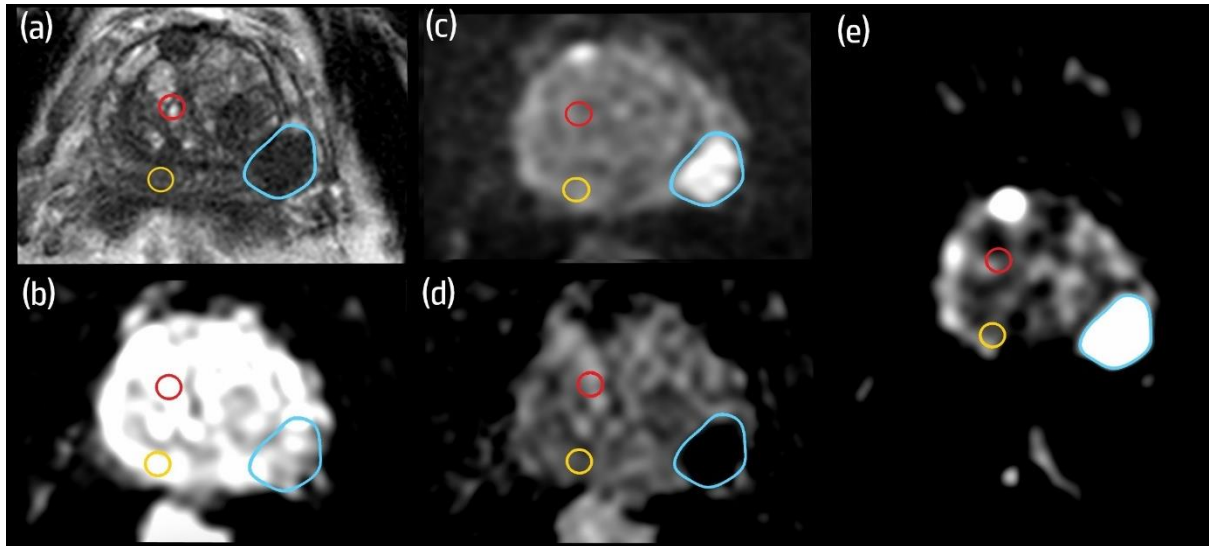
Primeiro método de delimitação da lesão para análise da imagem ponderada em difusão. Paciente com 73 anos de idade, lesão de carcinoma da próstata na zona periférica (ZP) pósterio-lateral esquerda da base da próstata. (a) Imagem ponderada em T2; (b) imagem ponderada em difusão (DWI) com valor de $b=200 \text{ s/mm}^2$; (c) DWI com valor de $b=1000 \text{ s/mm}^2$; (d) mapa do coeficiente de difusão aparente; (e) DWI com valor de $b=2000 \text{ s/mm}^2$. A região de interesse (ROI) azul representa a lesão, a ROI circular amarela representa a área de tecido normal da ZP e a ROI circular vermelha representa a área de tecido normal da glândula central.
